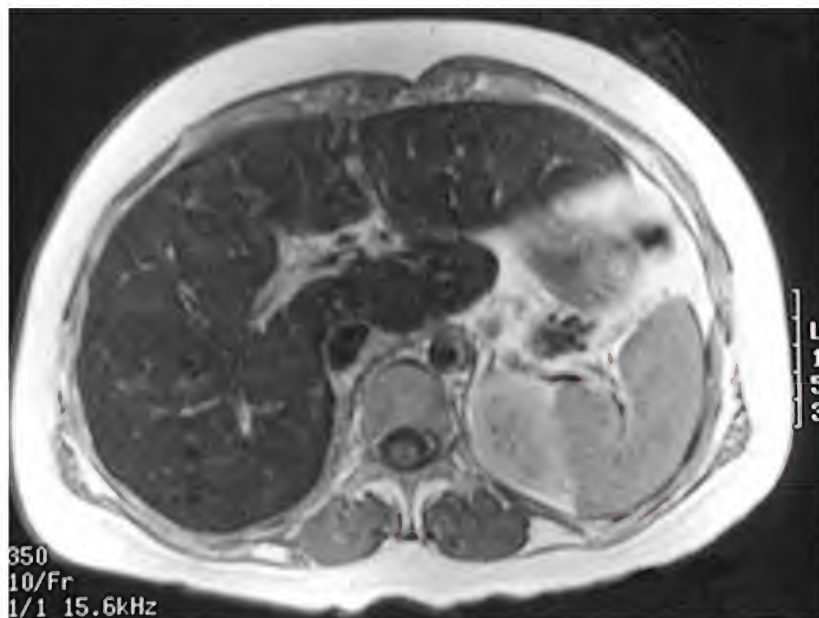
Hemocromatosis, resonancia magnética
